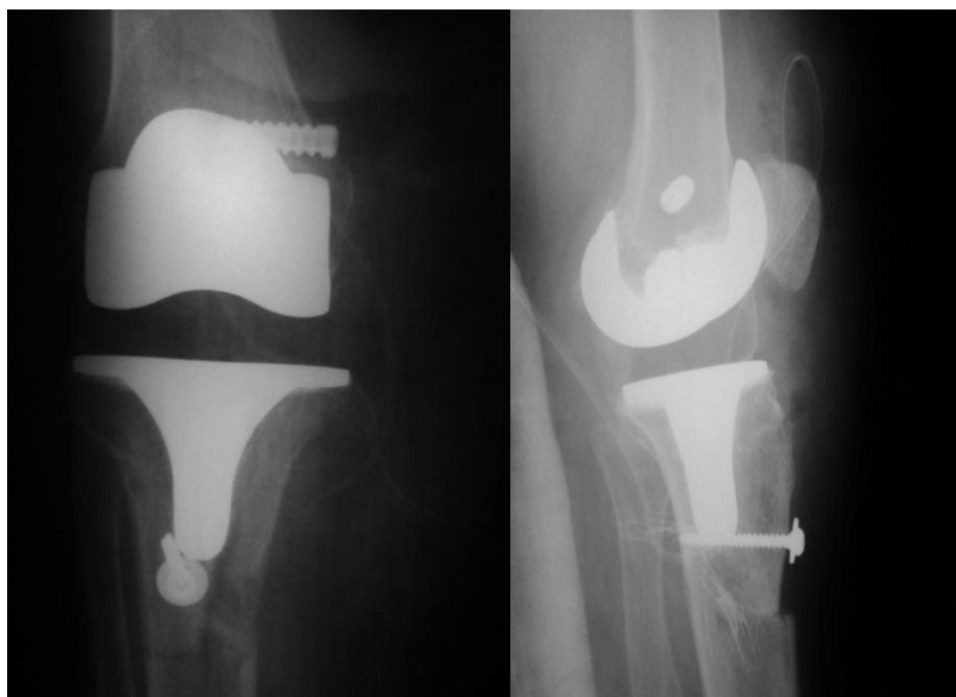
Radiografias de frente e perfil após o transplante do mecanismo extensor e reconstrução do ligamento colateral medial.
